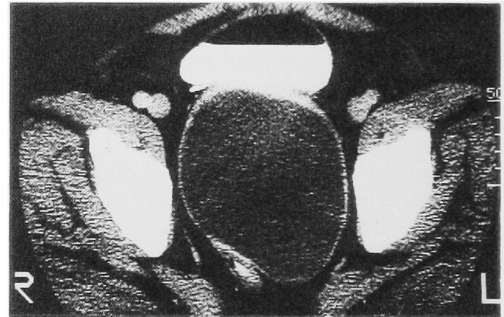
Computed tomography reveals large retrovesical cystic mass.
